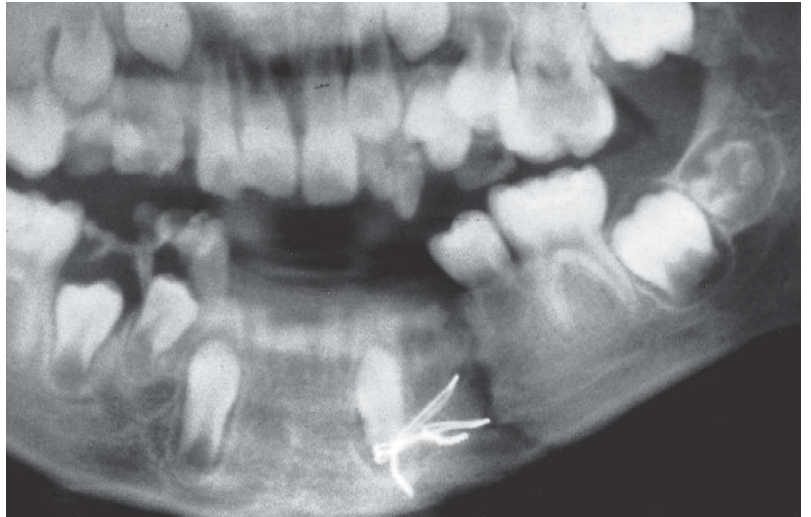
A, Displasia cleidocraniana. Radiografia panorâmica em um paciente de 8 anos, mostrando os traços característicos desta condição. Na displasia cleidocraniana os dentes sucessores não erupcionam devido à absorção anormal tanto do osso quanto dos dentes decíduos, e a erupção dos dentes não sucessores é atrasada pela gengiva fibrótica. Os dentes supranumerários frequentemente também estão presentes, como neste paciente, criando obstrução mecânica adicional. Se for removida a obstrução à erupção, os dentes podem erupcionar espontaneamente, e podem ser trazidos para o arco com força ortodôntica, se não erupcionarem. B, Idade de 10 anos, após a remoção cirúrgica dos incisivos supranumerários e decíduos e exposição dos incisivos permanentes. C, Idade de 14 anos, após o tratamento ortodôntico para tracionar os incisivos para a boca e remoção cirúrgica dos caninos e molares decíduos, assim como dos dentes supranumerários na área. D, Idade de 16 anos, próximo à finalização do tratamento ortodôntico para tracionar os dentes remanescentes em oclusão. O segundo pré-molar superior direito tornou-se anquilosado, mas os outros dentes responderam satisfatoriamente ao tratamento.
